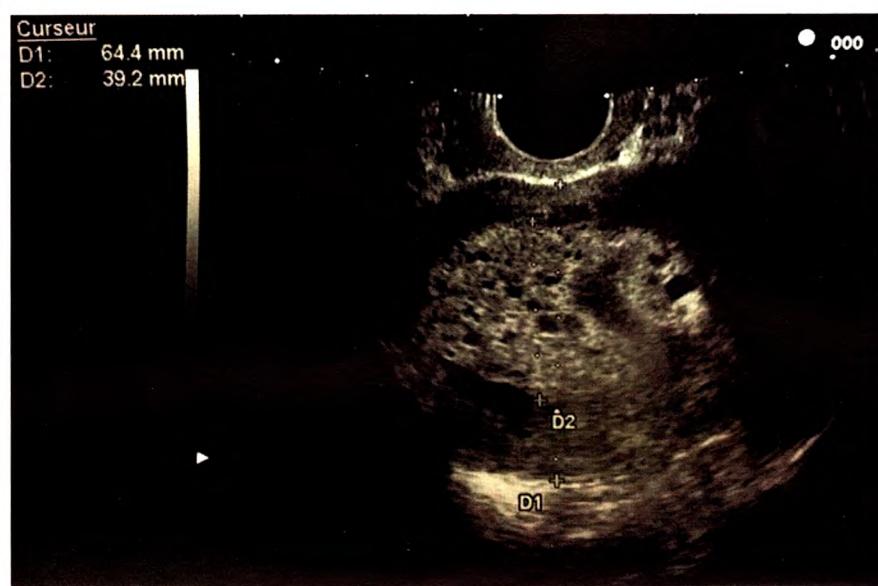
Image échographique typique d'une môle complète : Masse intra cavitaire micro kystique en « nid d'abeilles ». Absence d'embryon et de cavité amniotique.
